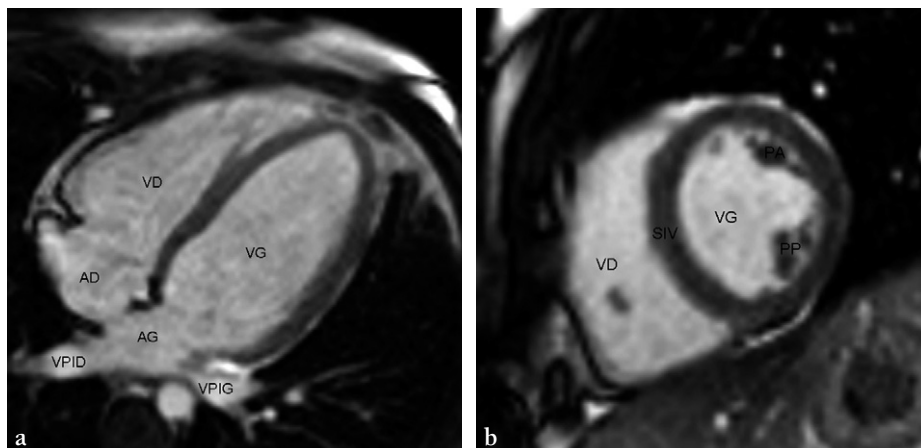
Acquisition dynamique en ciné IRM pour étude de la fonction cardiaque dans les plans « quatre cavités » (a) et « petit axe » (b) du cœur.
